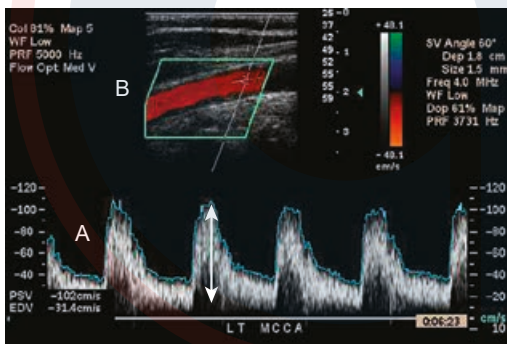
Visualización Doppler. A) La forma de onda del espectro de frecuencia Doppler muestra cambios en la velocidad de flujo y la dirección por desviaciones verticales de la forma de la onda sobre y debajo de la línea de base. El ancho de la forma de la onda espectral (ensanchamiento espectral) se determina por el rango de frecuencias presentes en cualquier instante en el tiempo (flecha). Se usa una escala de luminosidad (gris) para indicar la amplitud de cada componente de frecuencia. B) Imagen Doppler a color. Los datos de amplitud de objetivos estacionarios brindan la base de la imagen en modo-B. La fase de la señal brinda información acerca de la presencia y dirección del movimiento, y los cambios en la frecuencia se relacionan con la velocidad del objetivo. Las señales retrodispersadas desde los glóbulos rojos se visualizan en color como una función de su movimiento hacia o lejos del transductor, y el grado de saturación de color se usa para indicar el cambio de frecuencia desde los glóbulos rojos en movimiento.
